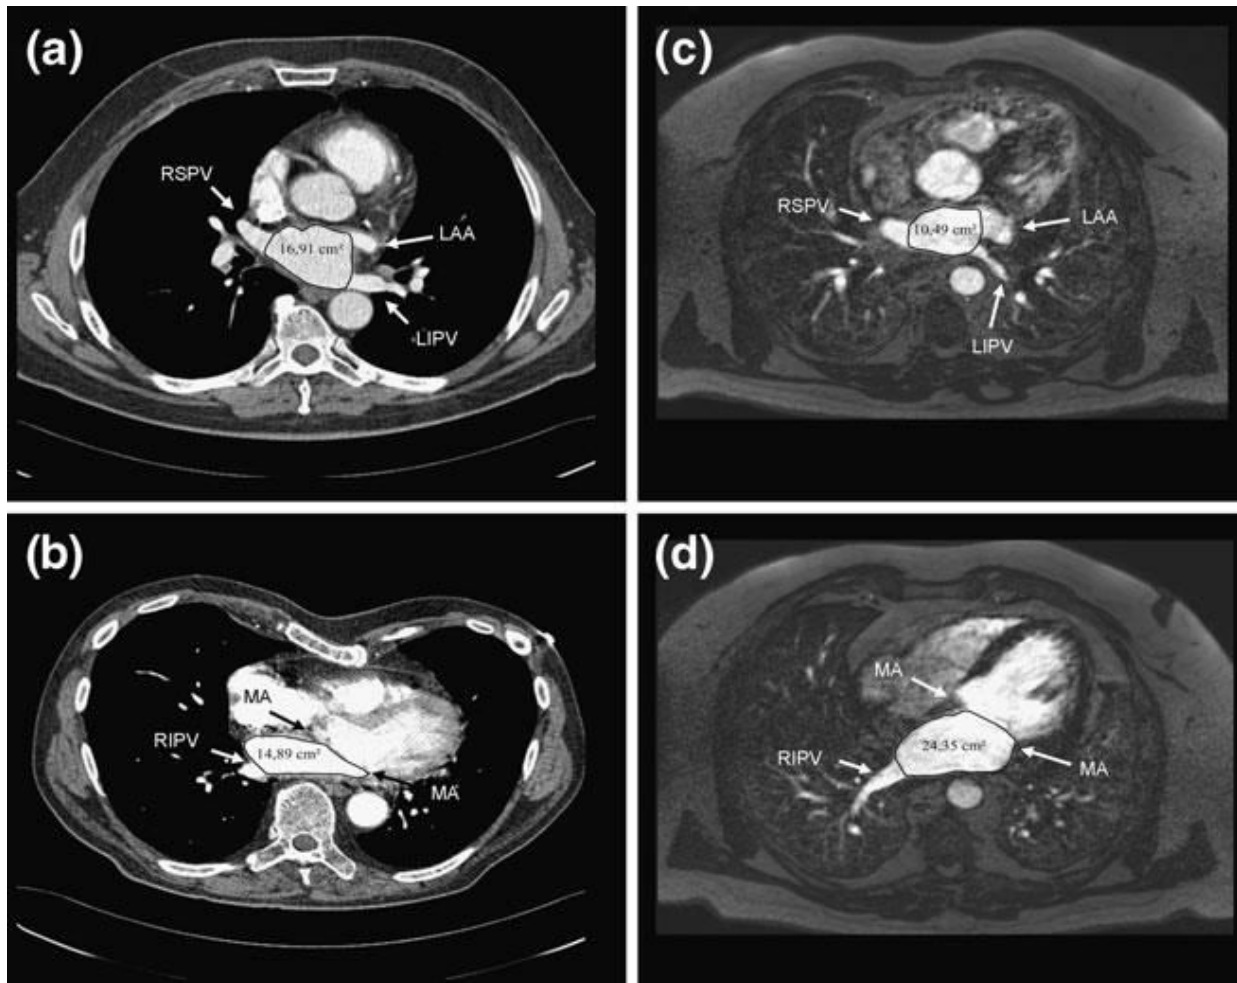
LAV-Messung: (a) u. (b) CT-Bilder; (c) u. (d) MRT-Bilder
